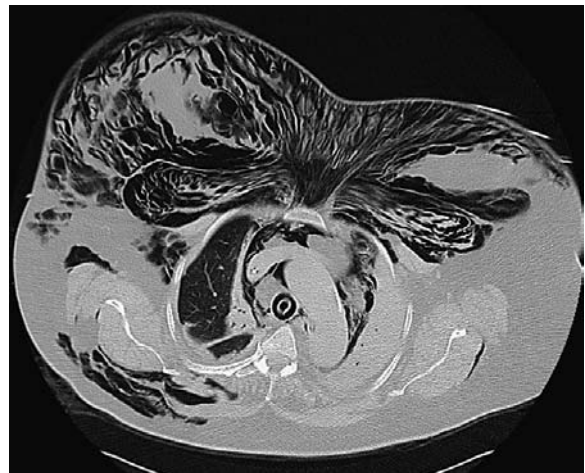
CT im Lungenfenster. Pneumomediastinum und Weichteilemysem: Luftansammlungen im Mediastinum und in den Weichteilen der Thoraxwand.
